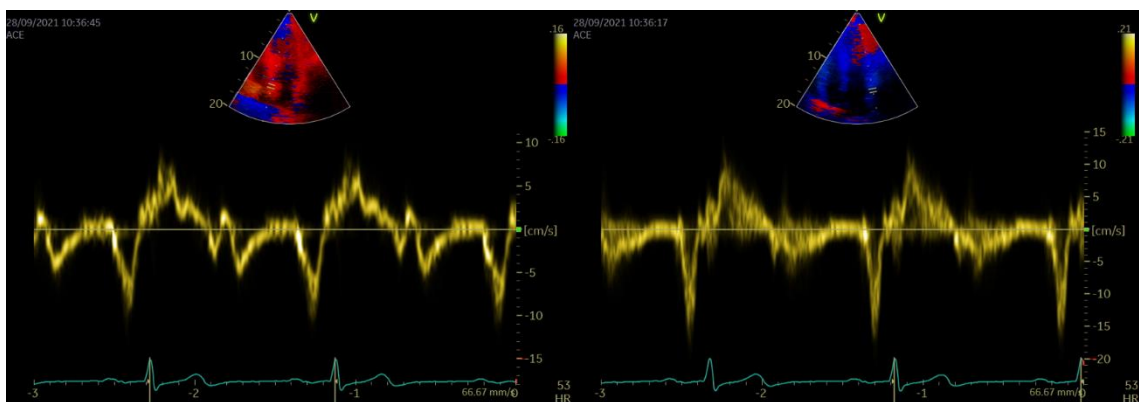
Doppler tisular a nivel de pared septal y lateral de la aurícula izquierda.
